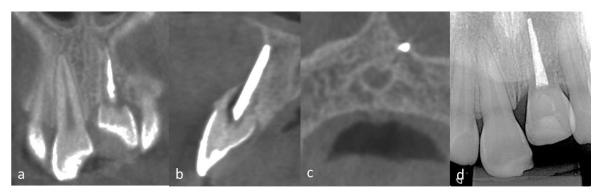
Imagem de reabsorção por substituição do incisivo central superior esquerdo, evidenciando reabsorção radicular envolvendo os três terços radiculares, cinco anos após avulsão seguida de reimplante tardio. (a,b e c): Cortes tomográficos (coronal, parassagital e axial). (d) Radiografia periapical
